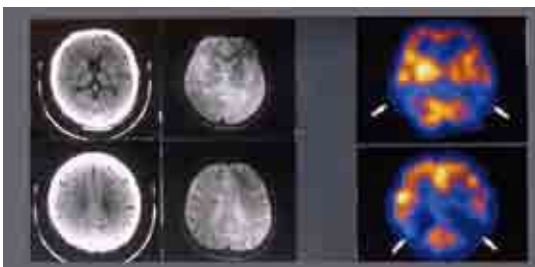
記憶障害で発症した経過2年の50歳代, 男性<sup>123</sup>I-IMP SPECTで, 両側側頭葉, 頭頂葉連合野に高度な血流低下を認める。当時の治療は, レシチンとフィソスチグミンぐらいで, あまり有効でなかった。
